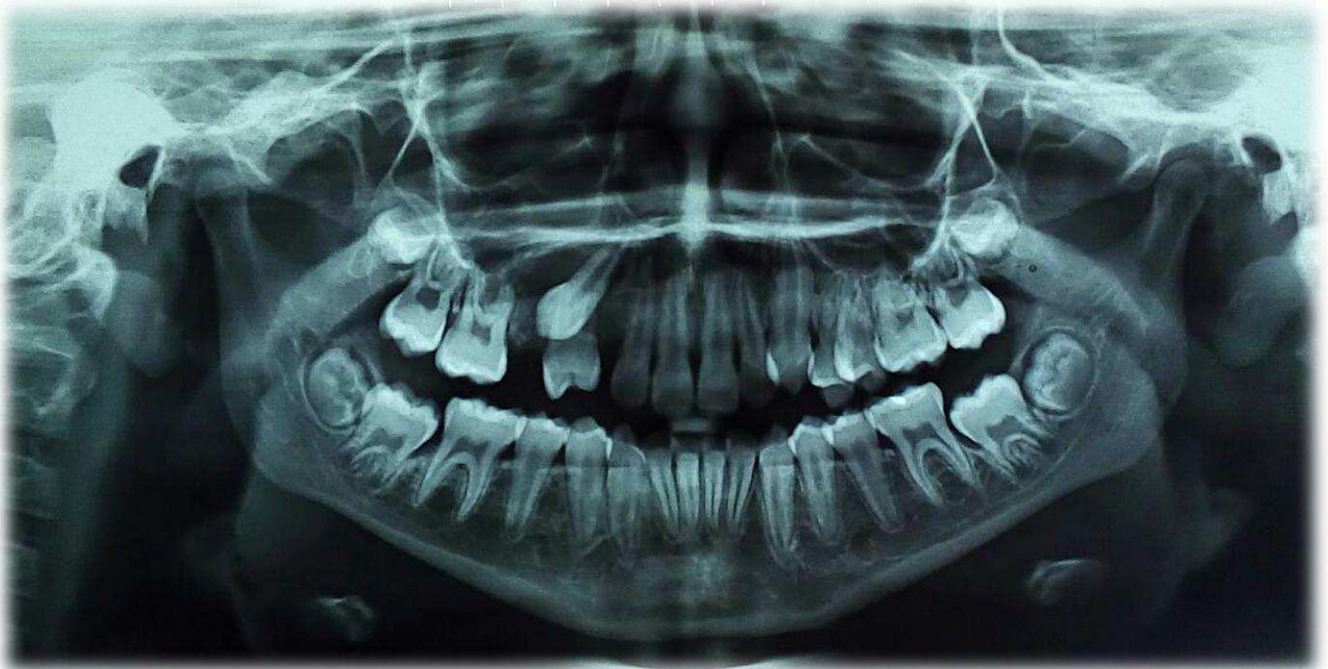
Radiografia panorâmica pós-operatória de trinta dias mostrando considerável neoformação óssea. Fonte: Arquivo do autor.
